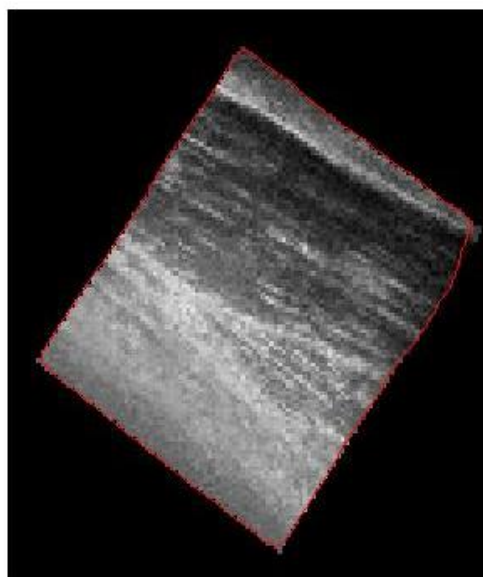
Segmentación de tejido en un volumen de ultrasonido
